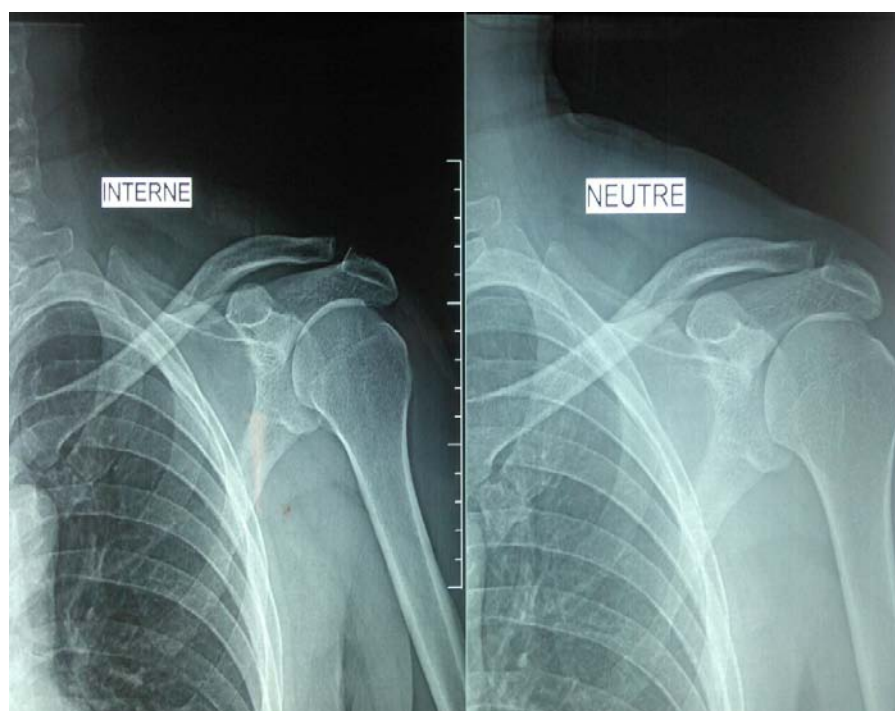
radiographie de l'épaule gauche face après réduction.
